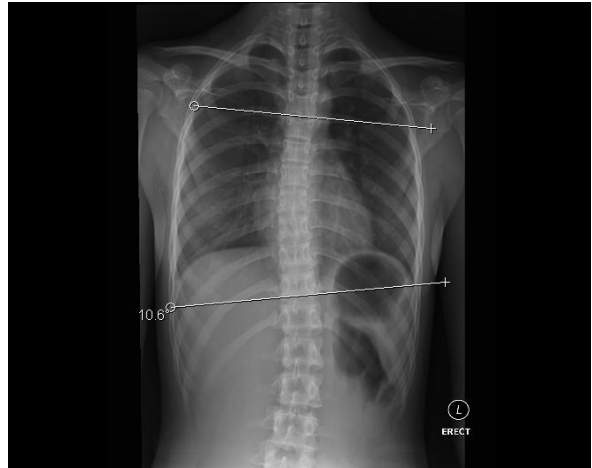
L-spine X-ray 2010-9-11 Cobb's angle 10.6°
